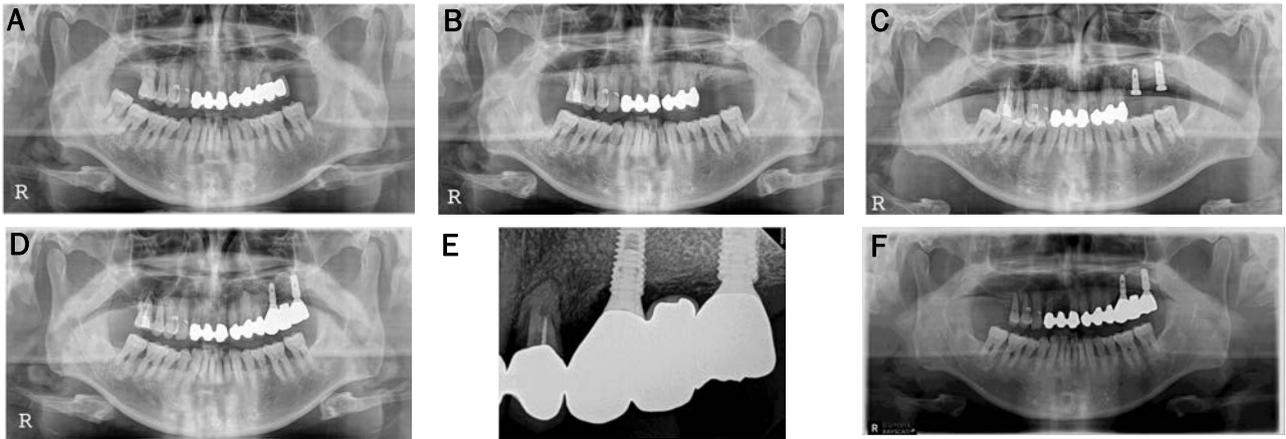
Sinus bone graft and ridge augmentation using family and autogenous tooth bone graft material were performed 49-year old male patient. (A) Initial panoramic radiograph. Left maxillary sinus bone graft and delayed implant placement were planned. (B) Panoramic radiograph after bone graft. Sinus bone graft and ridge augmentation were performed using autogenous and family (his son) tooth bone graft material. (C) Panoramic radiograph after implantation. Implants were installed with nonsubmerged technique 3 months after bone graft. (D) Panoramic radiograph at 21 months after prosthetic loading. (E) Periapical radiograph 6 years after prosthetic loading. (F) Panoramic radiograph 6 years after prosthetic loading.
